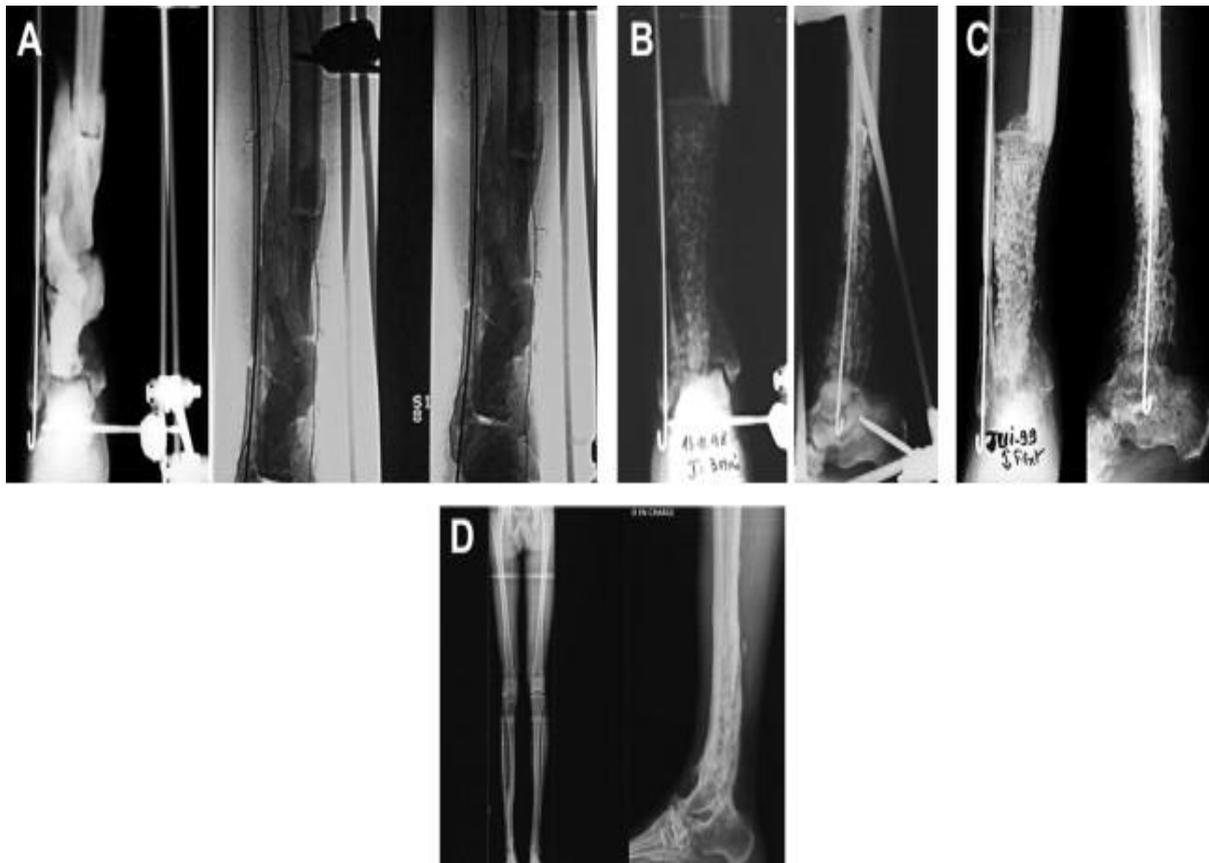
Рис А Рентгенограммы костей голени у пациента с инфицированным посттравматическим дефектом большеберцовой кости после хирургической обработки костного ложа и замещения костного дефекта костным цементным спенсером.
